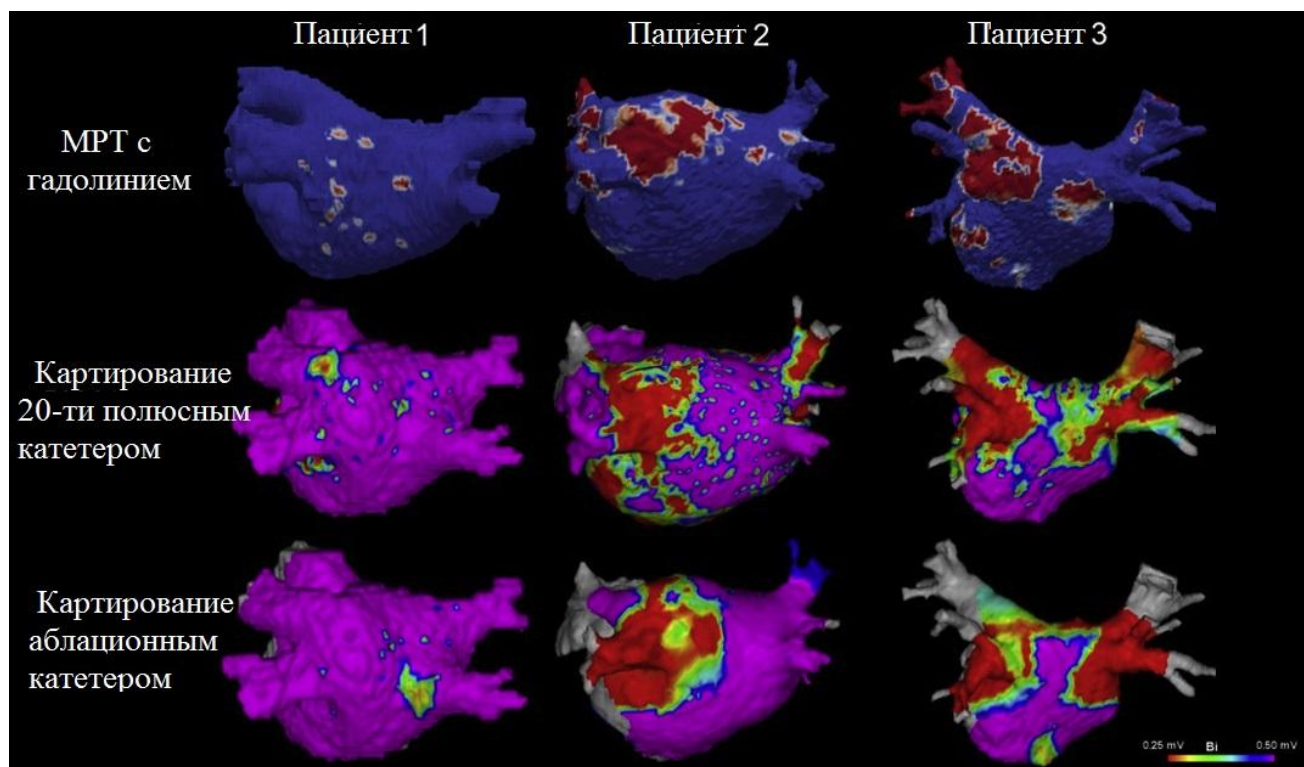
Сравнение данных МРТ, электроанатомических карт левого предсердия, полученных с использованием 20-ти полюсного катетера и абляционного катетера [87].
